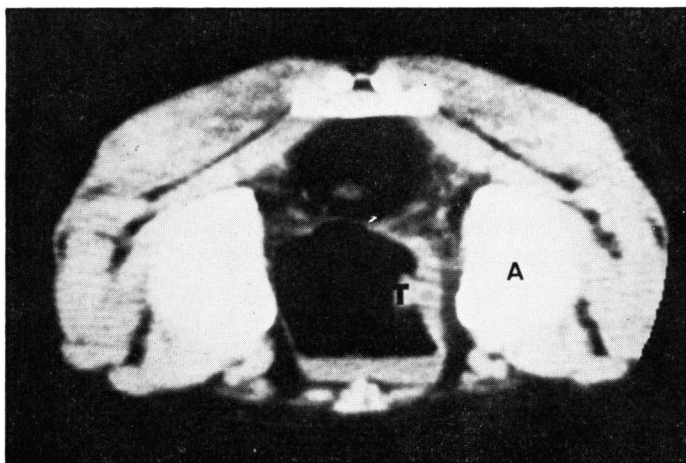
Case 11. This CT scan was taken one week after local injection of BLM and shows thickened bladder wall of tumor site. But the density of tumor cannot be clearly identified in the wall. (T : tumor, A : acetabulum)
